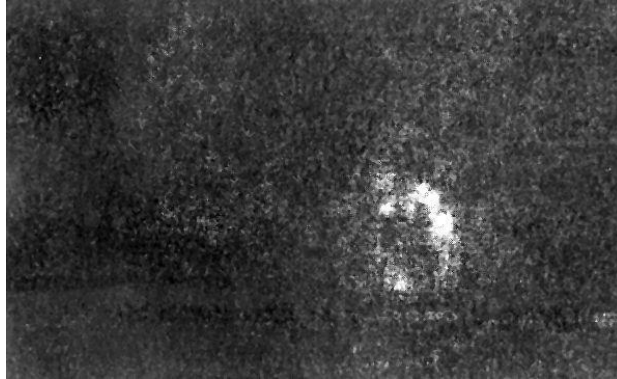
Plano o imagen de proyección utilizada en imágenes SPECT del miocardio. Las dos líneas horizontales indican los límites de los datos utilizados para reconstruir las imágenes SPECT mostradas en la Figura 2.37 [6].
